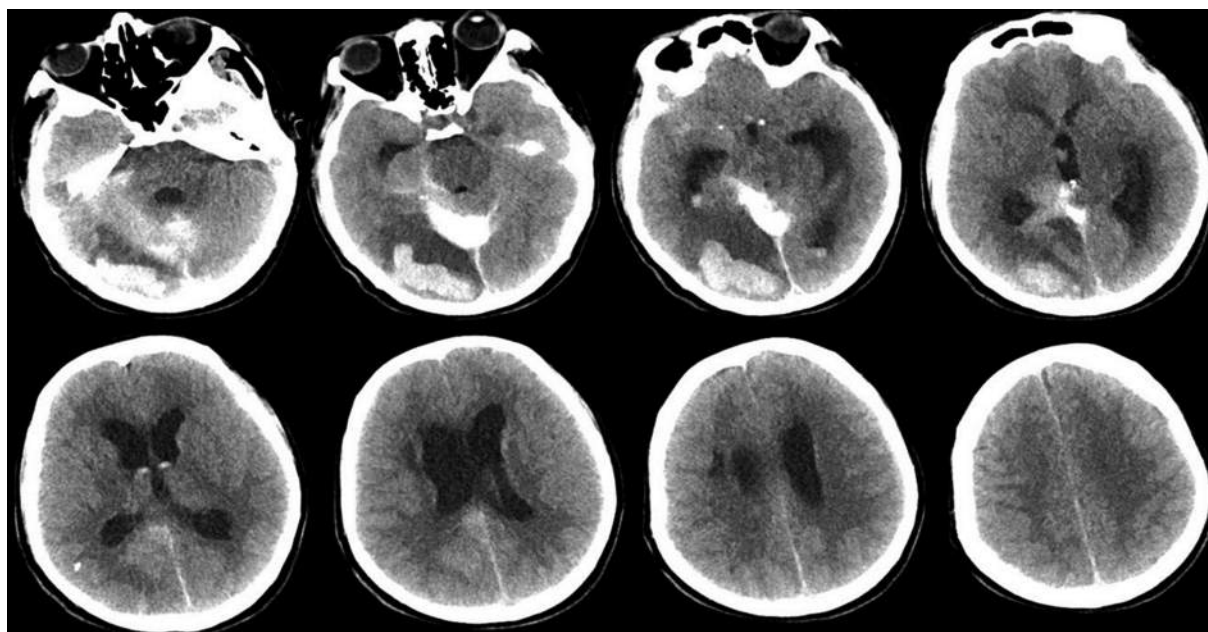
Компьютерная томография головного мозга через 1 сут после эндоваскулярного этапа
